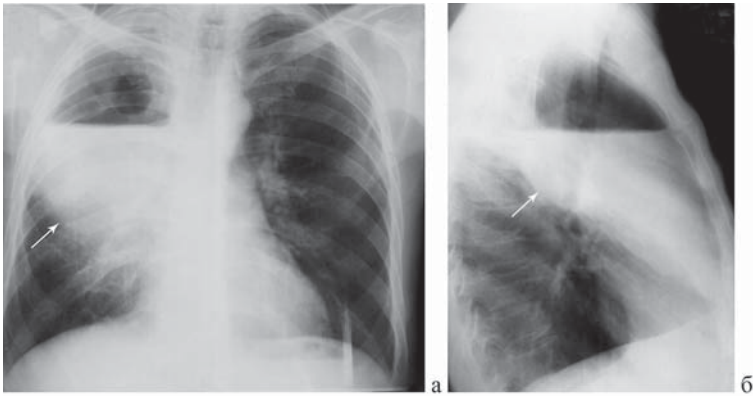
Абсцесс верхней доли правого легкого (отмечен стрелкой). Обзорная рентгенограмма грудной клетки в прямой (а) и правой (б) боковой проекции.
